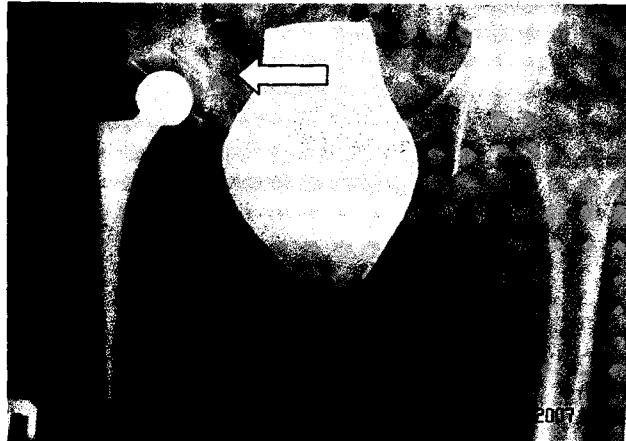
Фоторентгенограмма таза с установленной цементной чашей и укладкой
